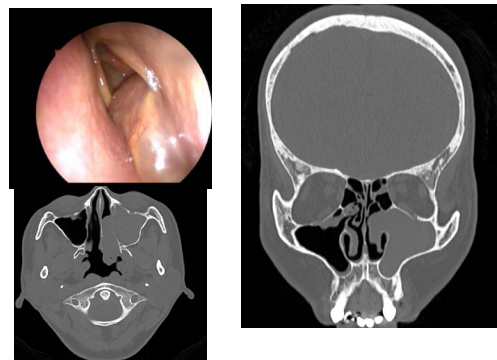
Hình ảnh polyp Killian và nấm trên CT-scan
